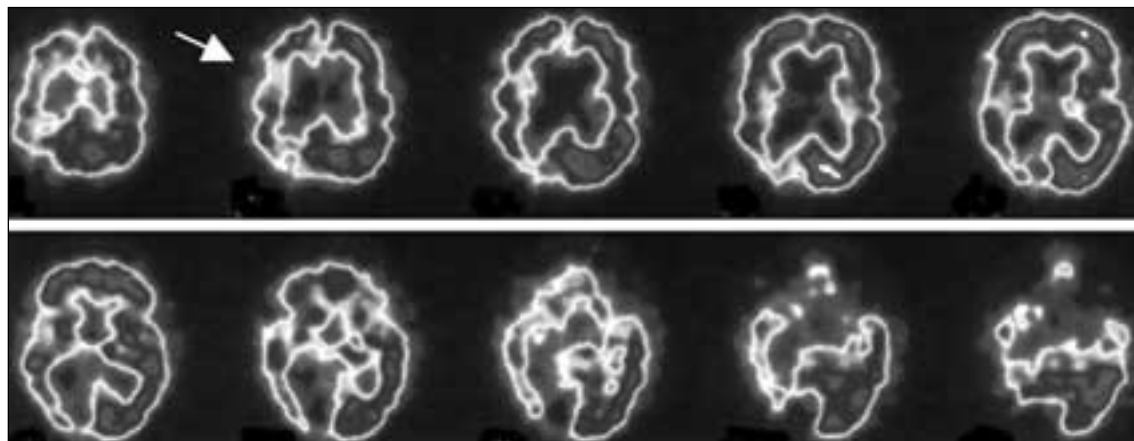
SPECT cerebral de ELT. Hipoperfusión en todo el territorio de la arteria cerebral posterior derecha. Foco de hipoperfusión frontal derecho (flecha) que sugiere lesión isquémica no sospechada en la TAC.
